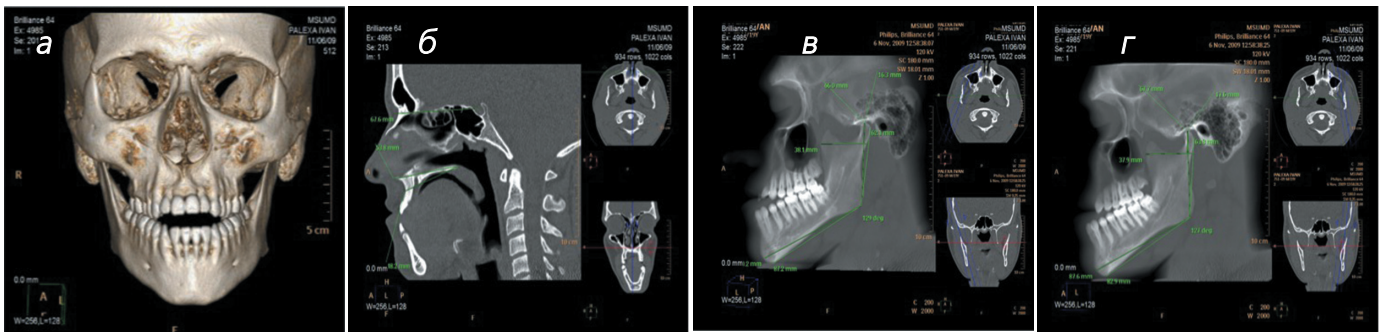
МСКТ черепа пациента И. в программном обеспечении IntelliSpace Portal v.10.4: а – изменение конфигурации черепа за счет смещения подбородка влево; б – измерения размеров переднего основания черепа и верхней челюсти в сагиттальной плоскости; в – измерение размеров тела и ветви нижней челюсти в сагиттальной плоскости справа, г – измерение размеров тела и ветви нижней челюсти в сагиттальной плоскости слева
